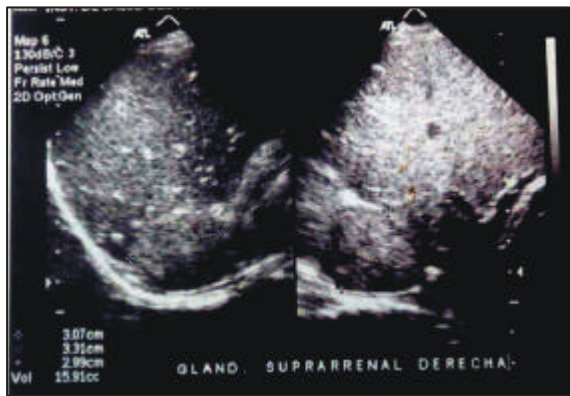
Ecografía suprarrenal derecha, nótese tumoración nodular.
